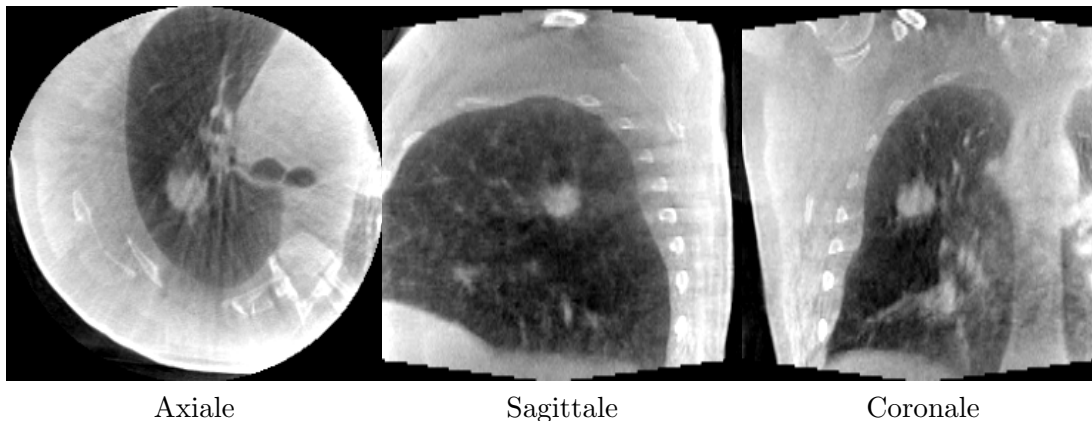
Coupes d’une image TDM acquise sur notre scanner et reconstruite sans prise en compte du mouvement respiratoire. Le flou dû au mouvement respiratoire est plus particulièrement visible sur la coupe sagittale autour de la tumeur et de la coupole diaphragmatique et les traits sur la coupe axiale.
